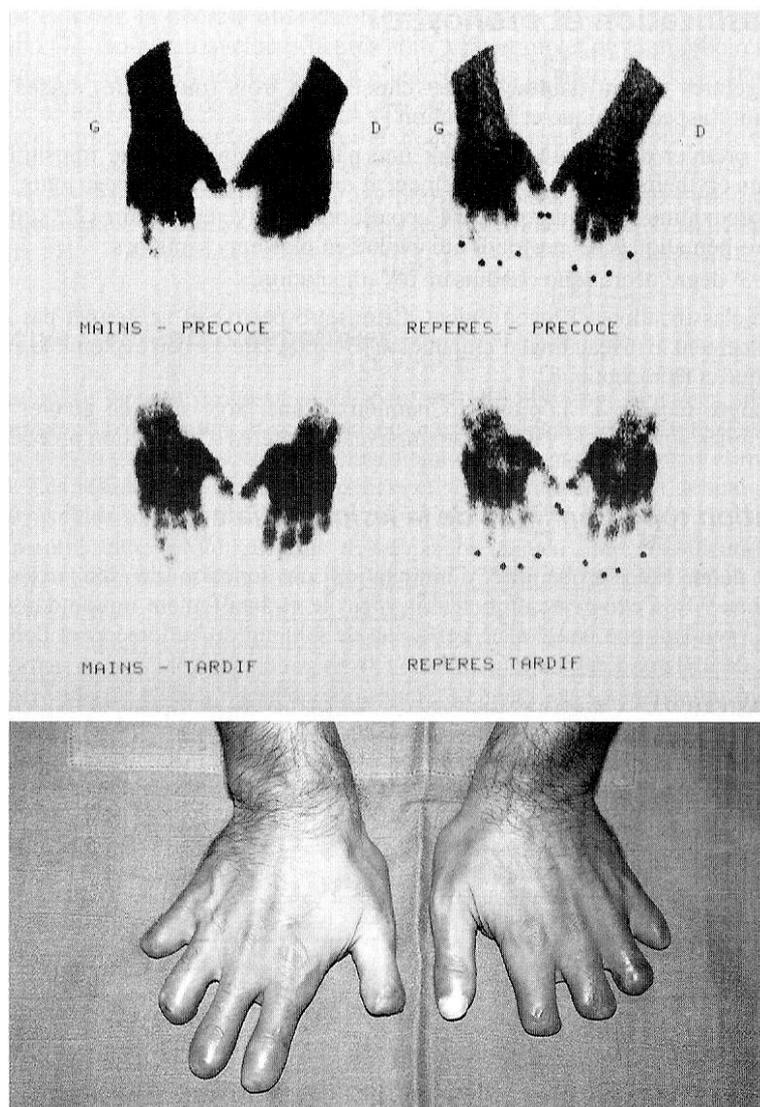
En haut : scintigraphie osseuse. En bas : évolution à 6 mois. [178]
